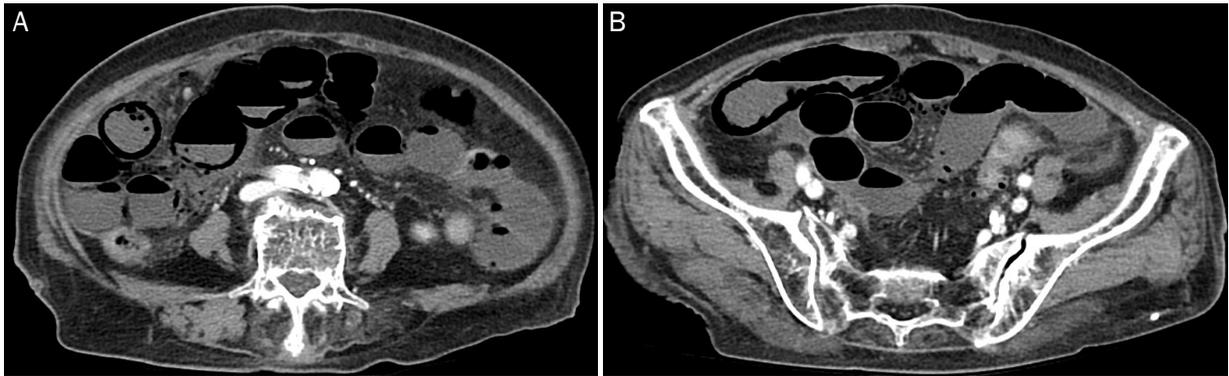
(A, B) Contrast enhanced CT scan shows intramural linear gas-like pneumatosis intestinalis and intramesenteric gas in the small bowel.
